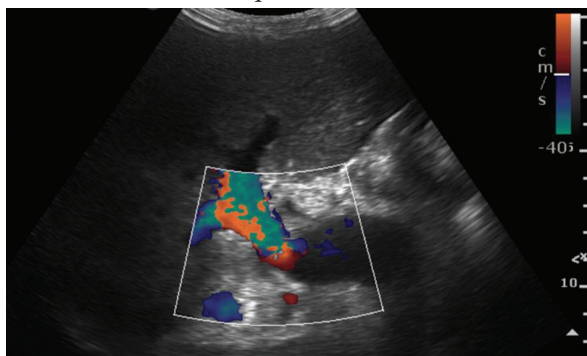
Ecografía hepática. Se observa una disminución abrupta (flecha naranja) del calibre de la luz de la vena porta al nivel del hilio hepático.
